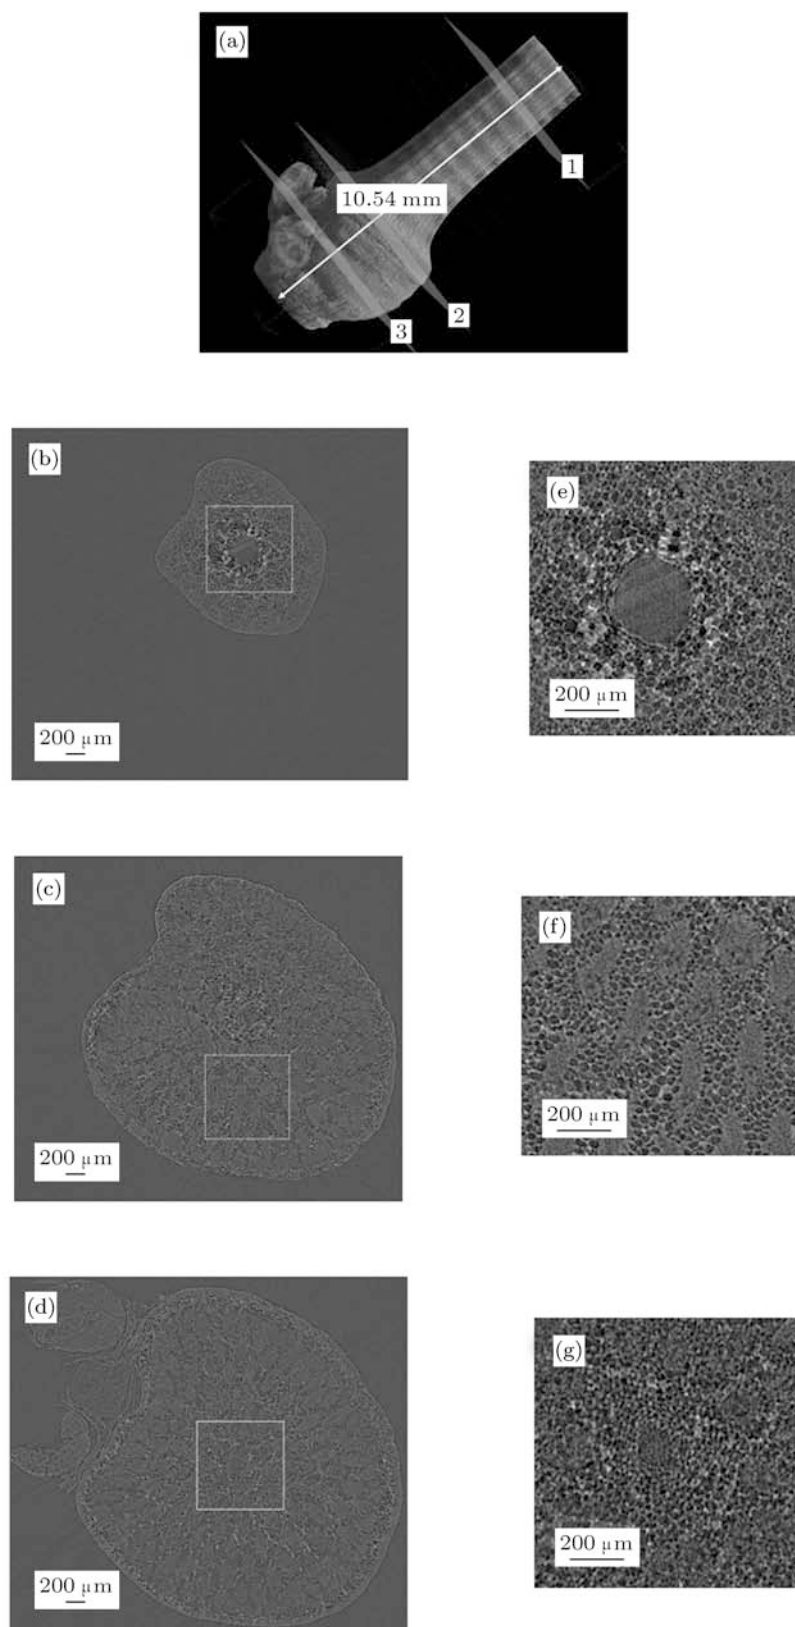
竹子相衬螺旋 CT 重建三维结构及若干截面像 (a) 重建的三维结构, 长度为 10.54 mm; (b), (c), (d) 分别对应 (a) 中 1, 2, 3 处三个切片, X 射线 CCD 像素尺寸 3.7 μm; (e), (f), (g) 分别对应图 (b), (c), (d) 方框内区域的放大图
